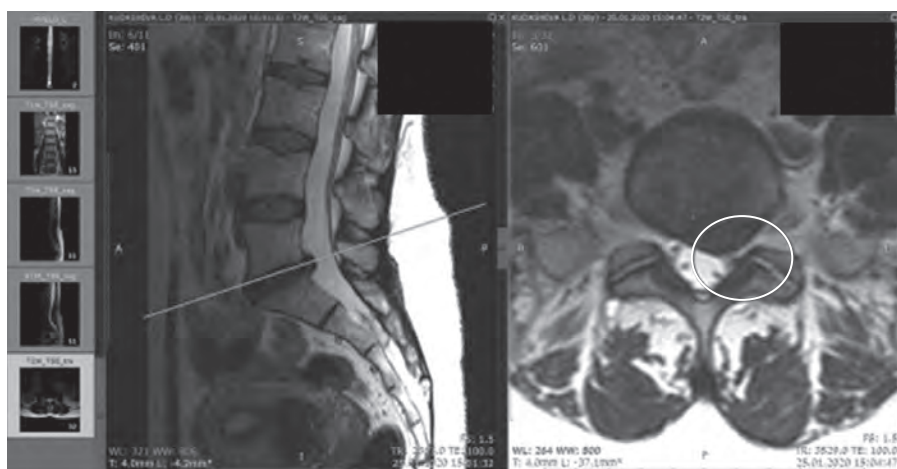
МРТ-картина пациента М., 36 лет, после лечения
